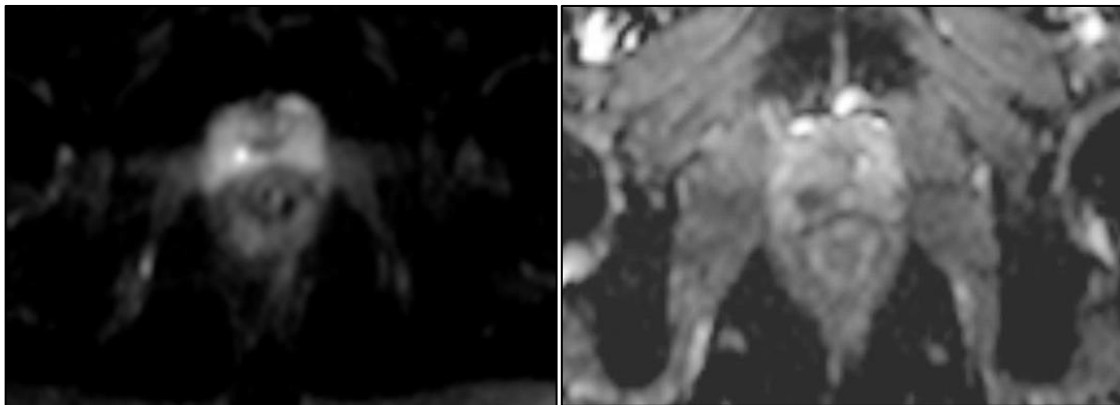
IRM : coupes axiales pondérées en DWI et ADC passant par la prostate moyenne
